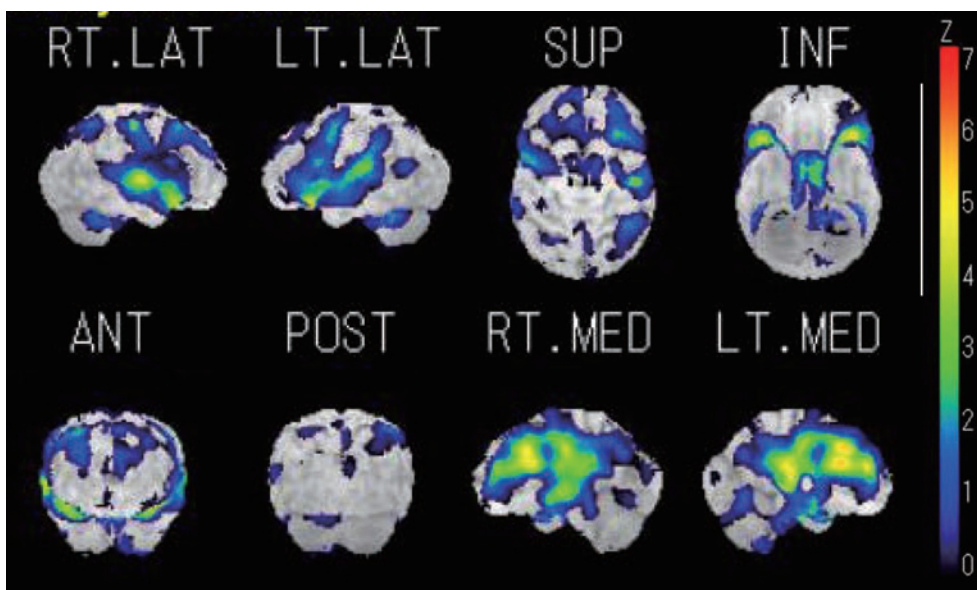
Three dimensional-SSP SPECT.
